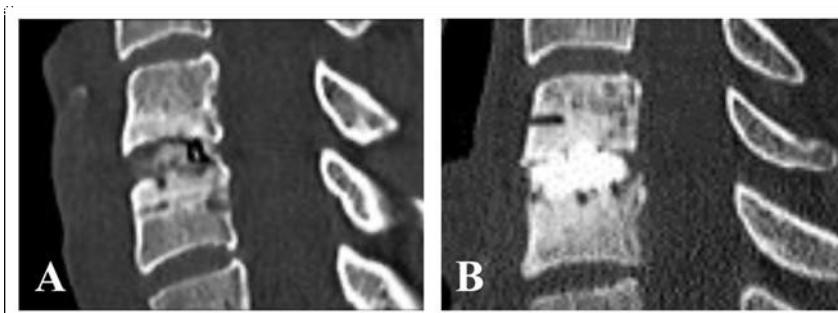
CT obrazy stupňů kvality fúze. Stupeň I – kompletní fúze: klec z Al_2O_3 (A), klec z PEEK (B). Stupeň II – inkompletní oboustranná fúze: klec z Al_2O_3 (C), klec z PEEK (D). Stupeň III – jednostranná fúze: klec z PEEK, s trabekulárním přemostěním vlevo (E), bez přemostění vpravo (F). Stupeň IV – bez známek fúze: klec z Al_2O_3 (G), klec z PEEK (H)
